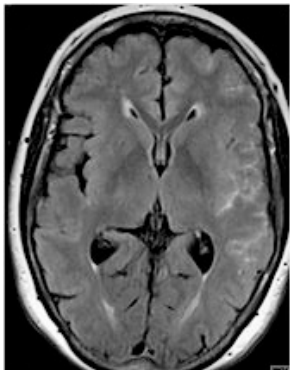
HSA hemisférica izquierda en secuencia FLAIR
